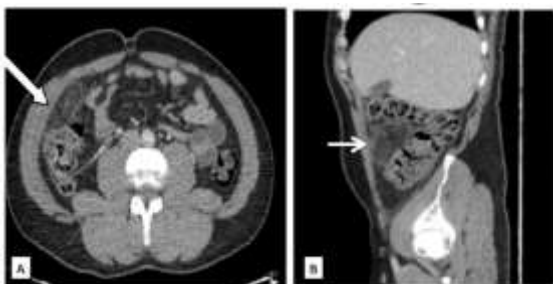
Appendagite épiploïque du colon ascendant. Coupe TDM axiale (A) et reconstruction sagittale (B) après injection de contraste iodé au temps portal. . Lésion ovale (flèche) de densité grasseuse cerclée d'un liseré hyperdense siégeant à la fosse iliaque droite accolée au colon ascendant en faveur d'une appendagite épiploïque.
